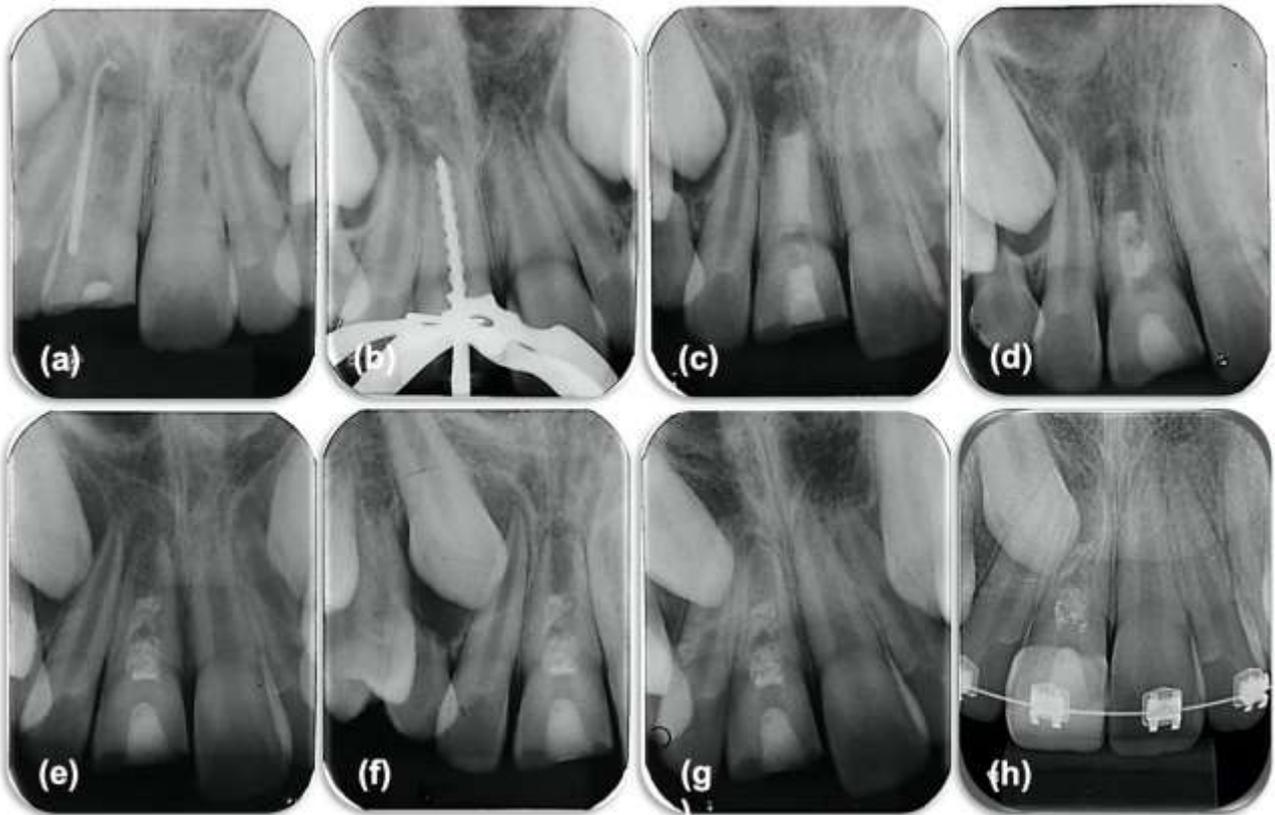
Tratamento endodôntico do dente 11: (a) Mapeamento da fístula. (b) Desbridamento e odontometria. (c) Preenchimento do canal com pasta de hidróxido de cálcio por 30 dias. (d) Imediatamente após o procedimento de revascularização e colocação de plug cervical de MTA. (e) Controle radiográfico após 3 meses do procedimento de revascularização, observamos diminuição da lesão periapical. (f) Aos 6 meses observamos apenas um espessamento do ligamento periodontal apical. (g) Aos 12 meses observamos o completo reparo da lesão, crescimento radicular apical e delineamento do fechamento apical. (h) Aos 40 meses, observamos osso com características normais na região periapical, crescimento radicular apical, espessamento das paredes de dentina, fechamento apical no sentido mesio-distal e pontos radiopacos no interior do canal radicular sugerindo calcificação.
